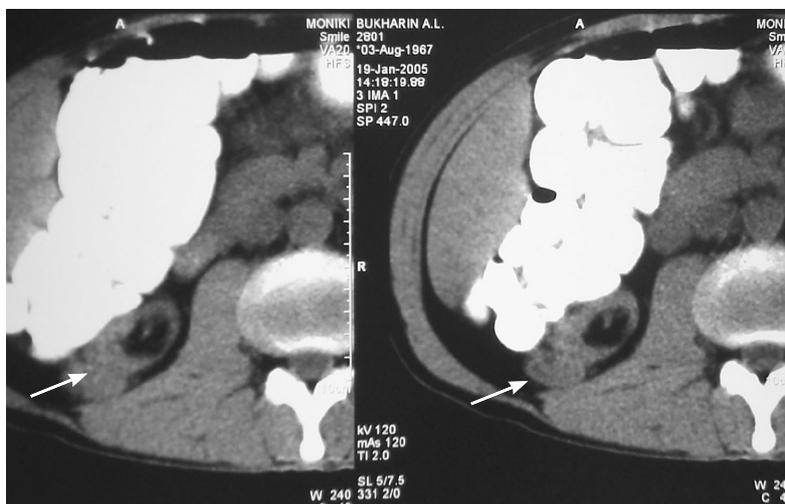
Компьютерная томография. Стрелкой указано опухолевидное образование в верхнем сегменте правой сморщенной почки
